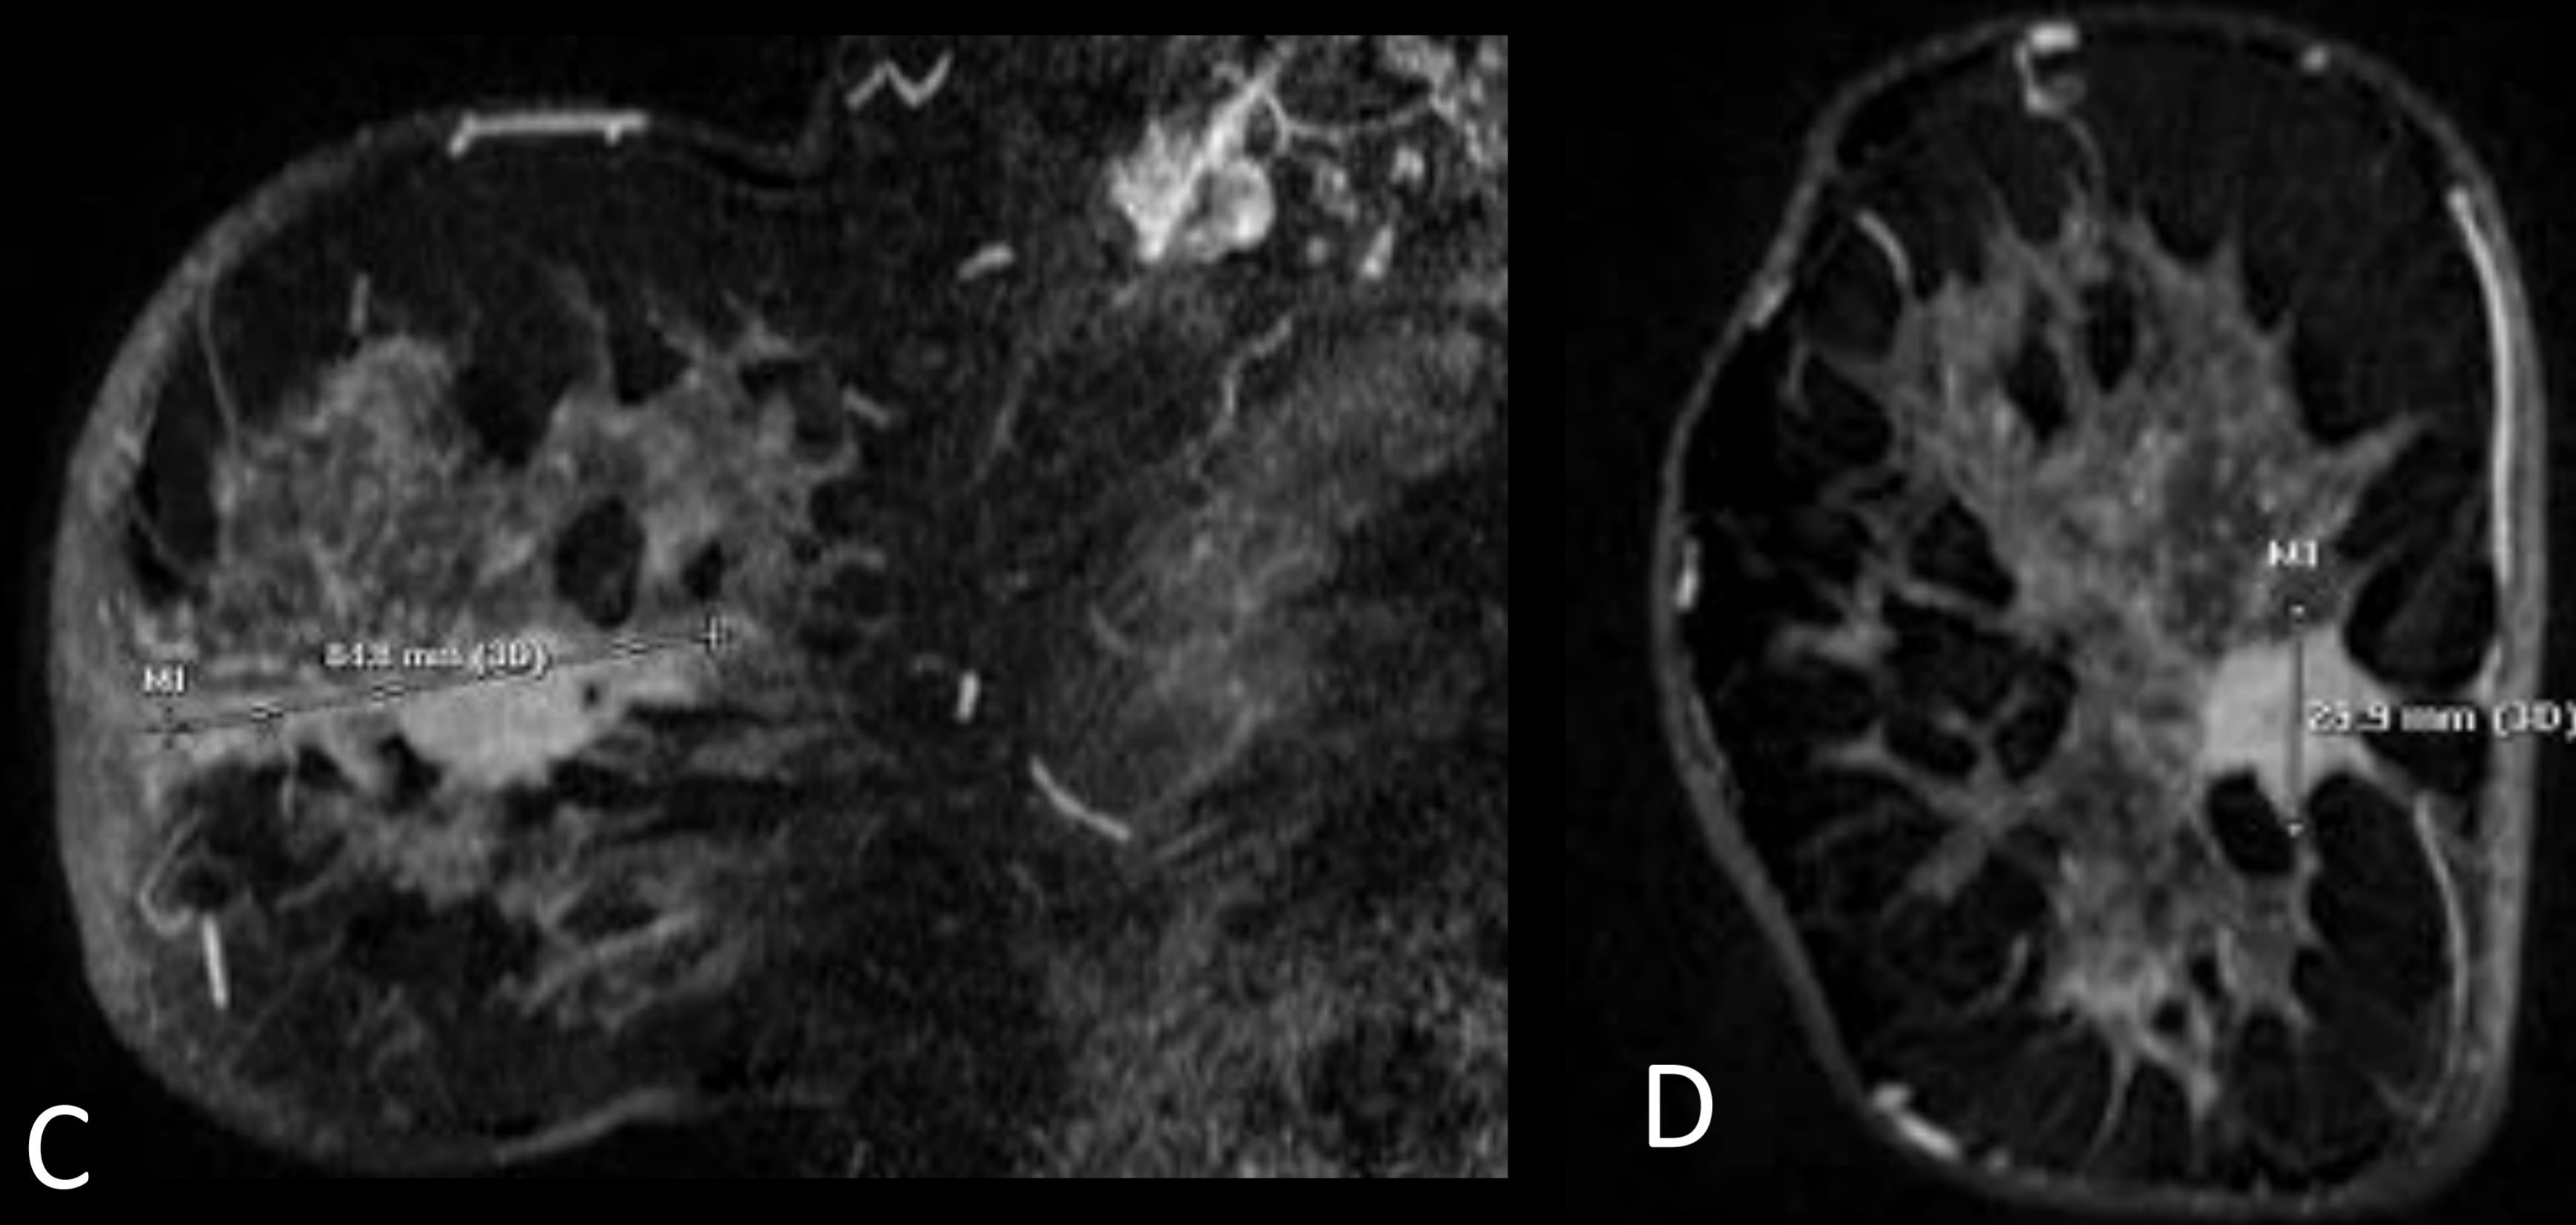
Reconstrucciones coronales (D) y sagitales (C) para mejor caracterización del nódulo espiculado y medida real del mismo ya que en ecografía y mamografía no se visualizaba con claridad
